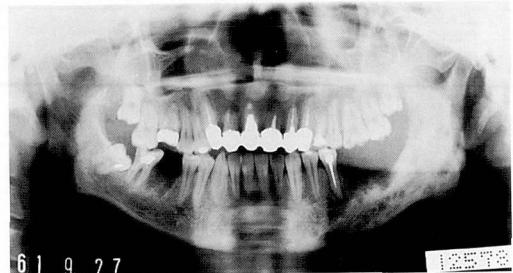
B 3か月後のパノラマX線写真。骨体部にいわゆる虫喰い状の透過像が認められ、下顎角部の外形は不明瞭になっている。左側第二大臼歯は抜歯された。
